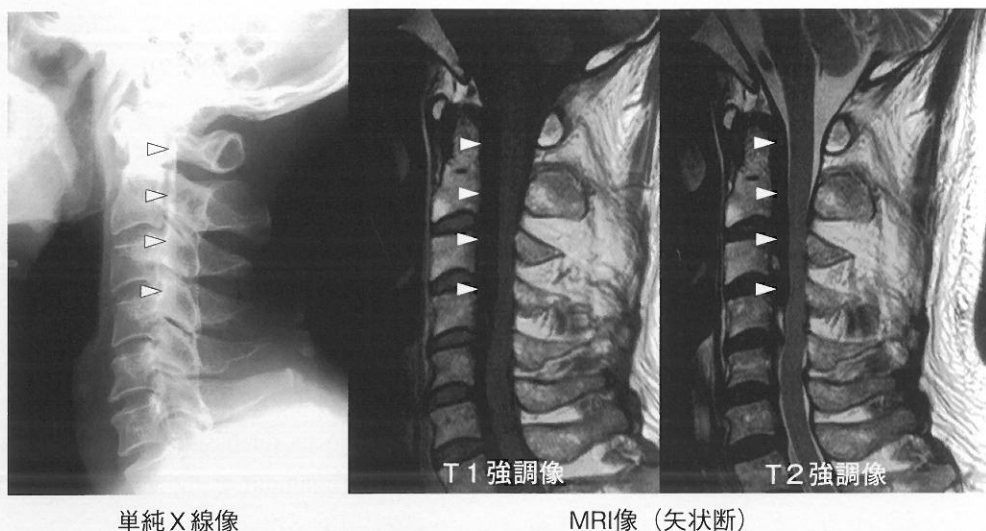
頸椎 OPLL における単純X線およびMRI像
